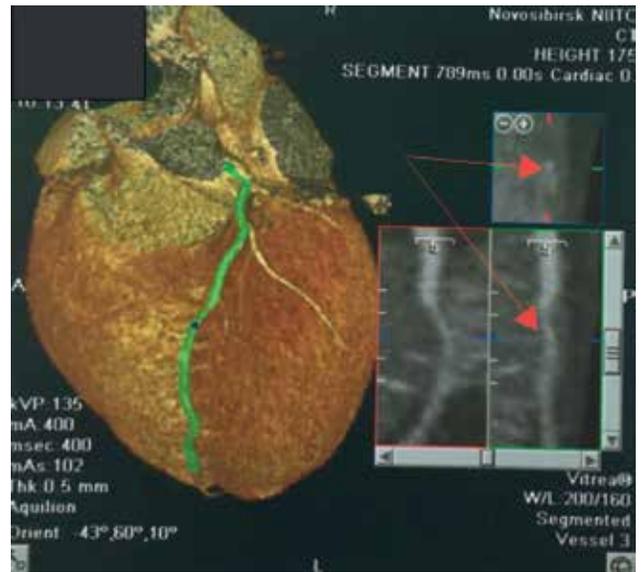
МСКТ коронарных артерий.
